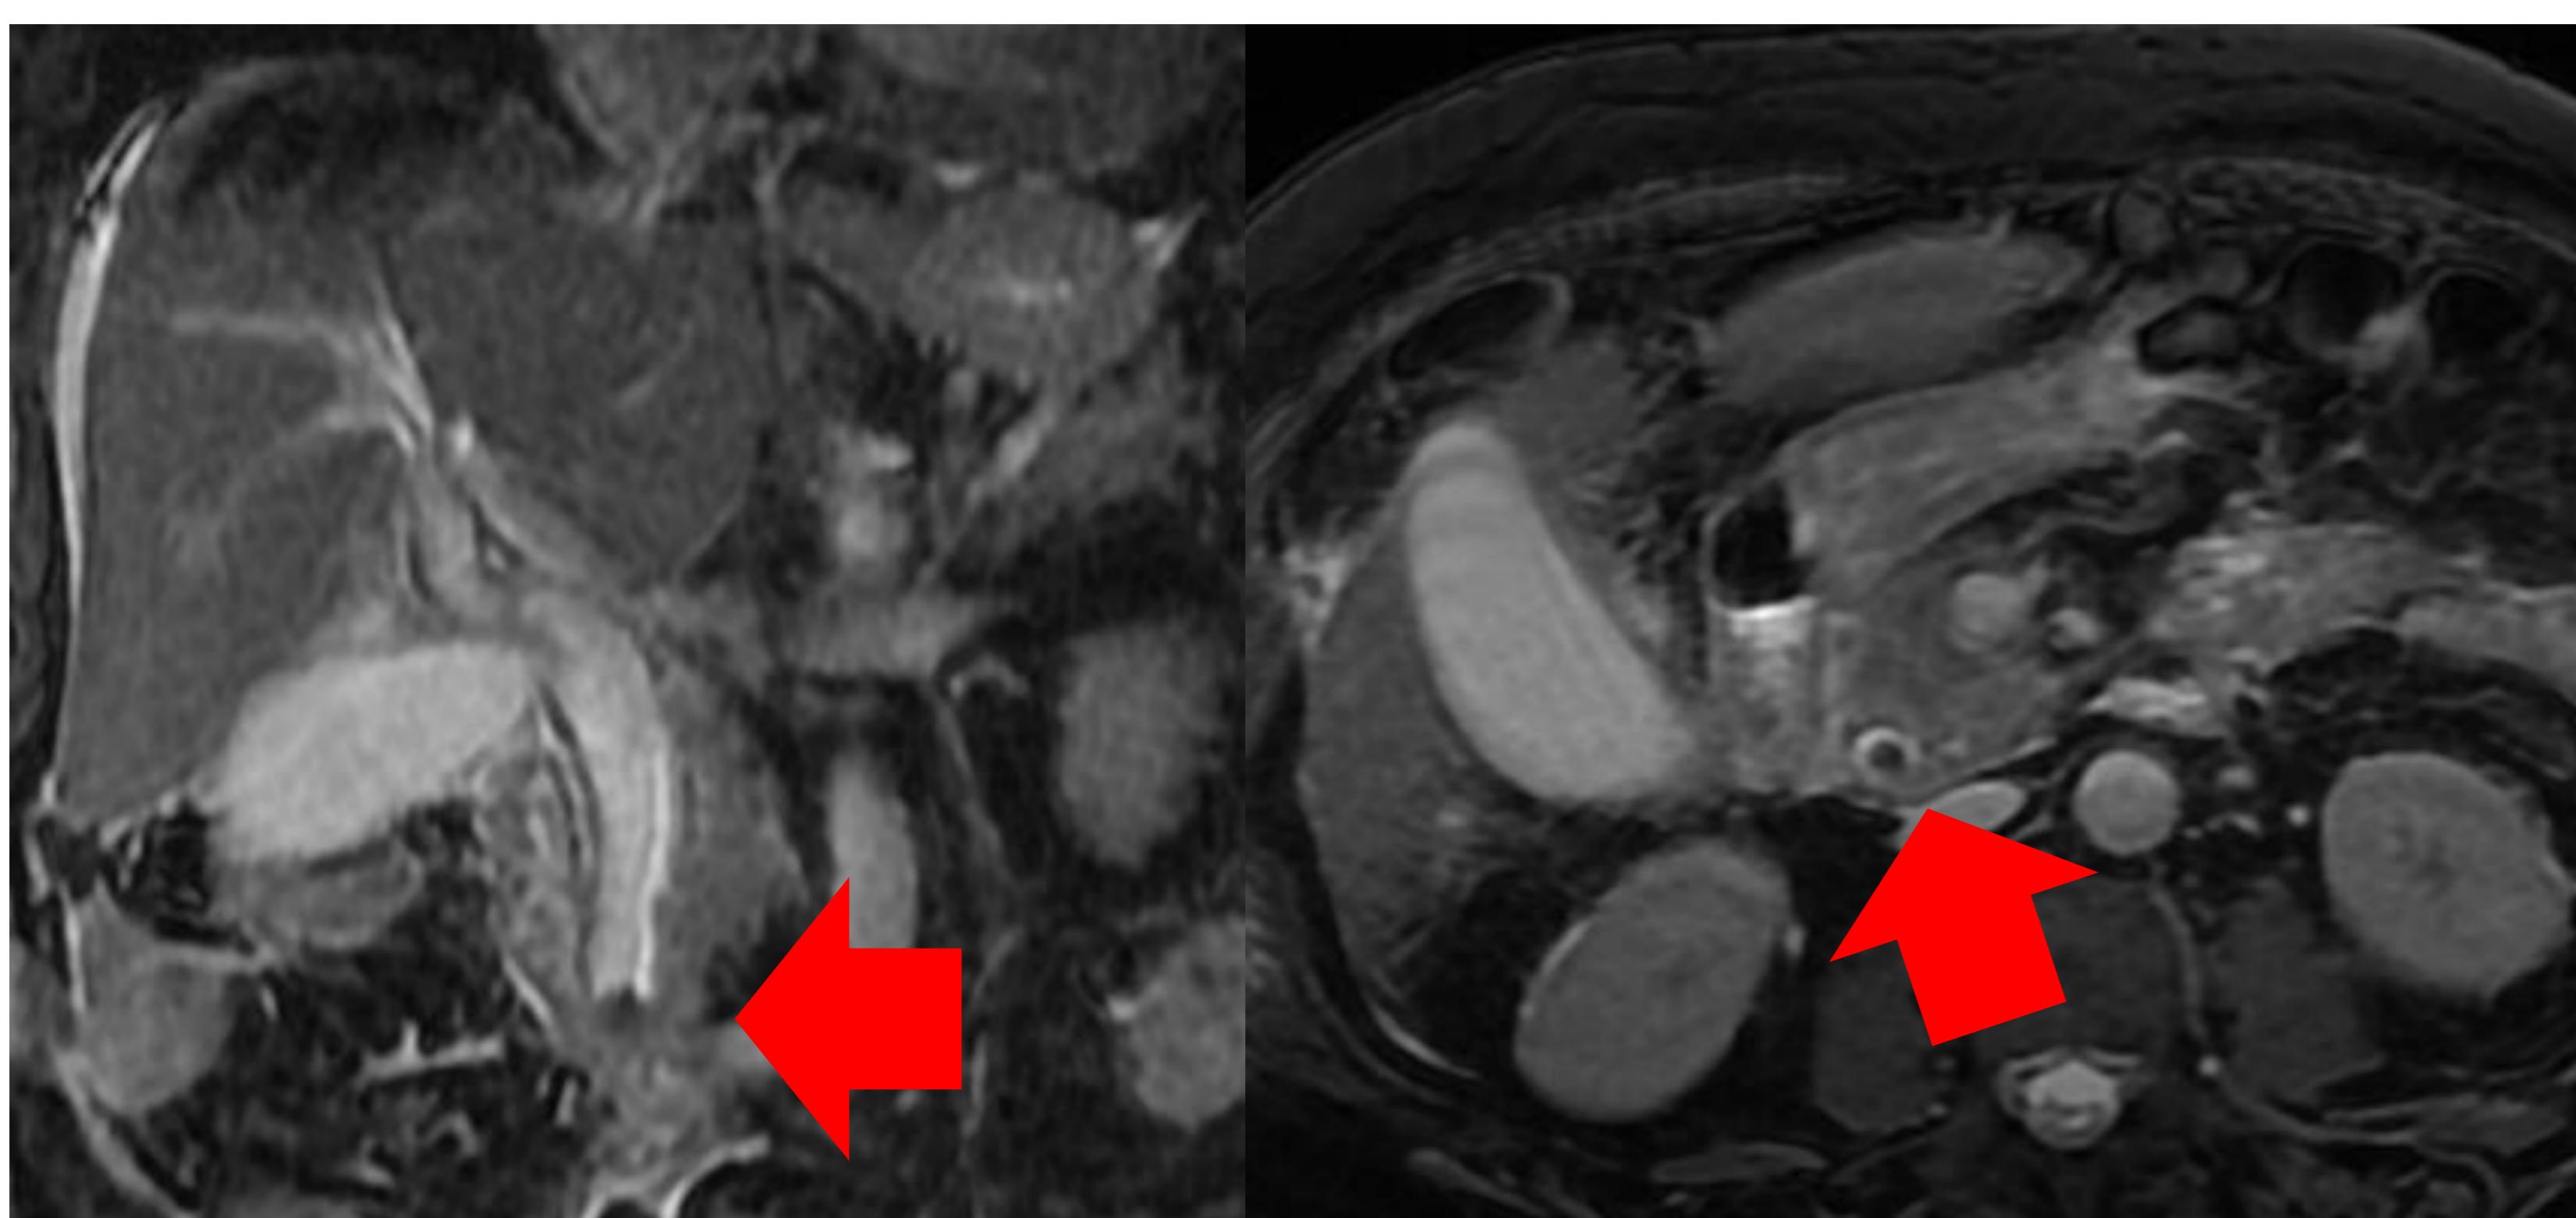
Imagen RM secuencias FIESTA en coronal y axial donde se evidencia una imagen marcadamente hipointensa en colédoco distal con dilatación de la vía biliar, correspondiente a coledocolitiasis.
